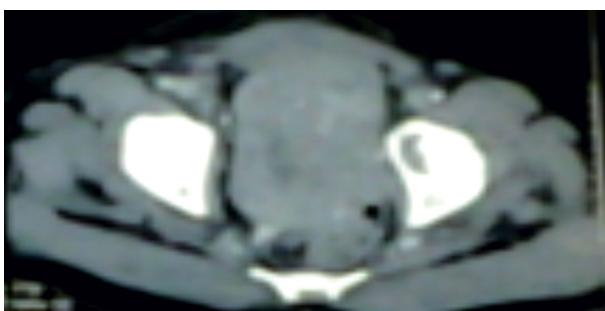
TDM pelvienne, coupe axiale, volumineuse tumeur prostatique (140 × 110 × 85 mm) comblant la cavité pelvienne avant le traitement hormonal.
